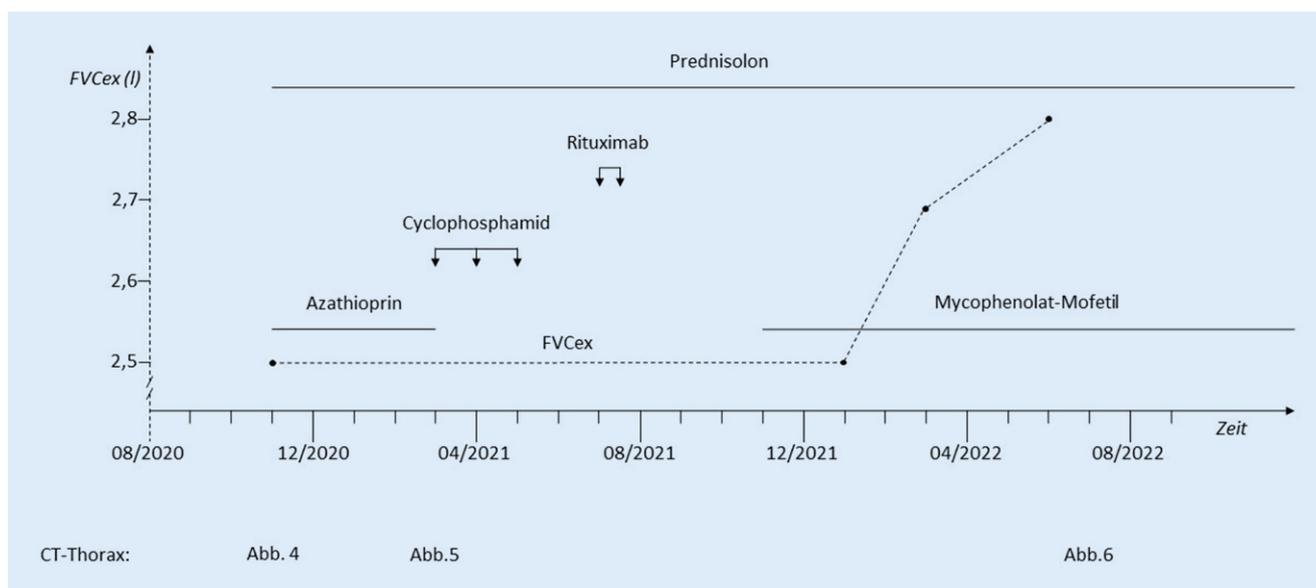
▲ Zeitlicher Verlauf der Diagnostik (CT-Thorax und Lungenfunktion) und Therapie (FVCex forcierte expiratorische Vitalkapazität)
